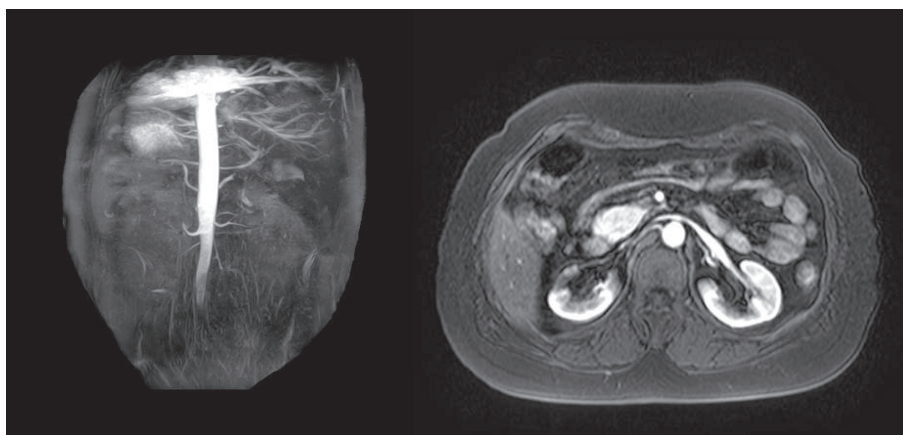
Contrast-enhanced renal MRI
